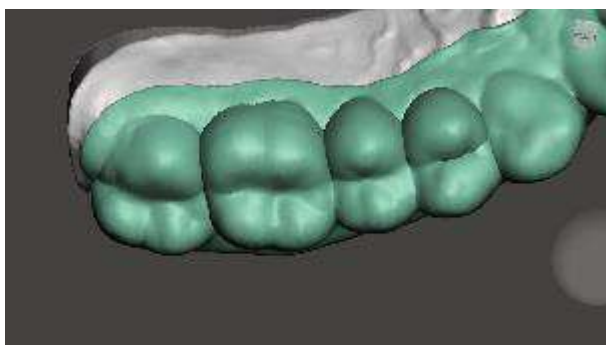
Экструзия выбранной виртуальной модели элайнеров на 1 мм
